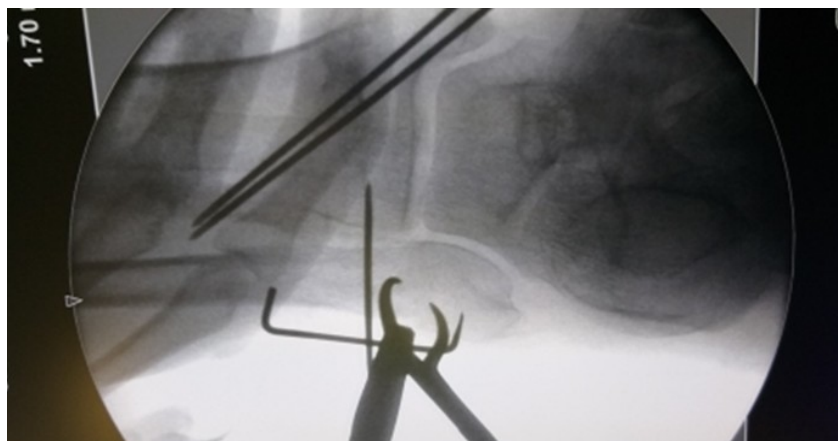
Рентгенография в прямой проекции при примерке скобы на наружной лодыжке
